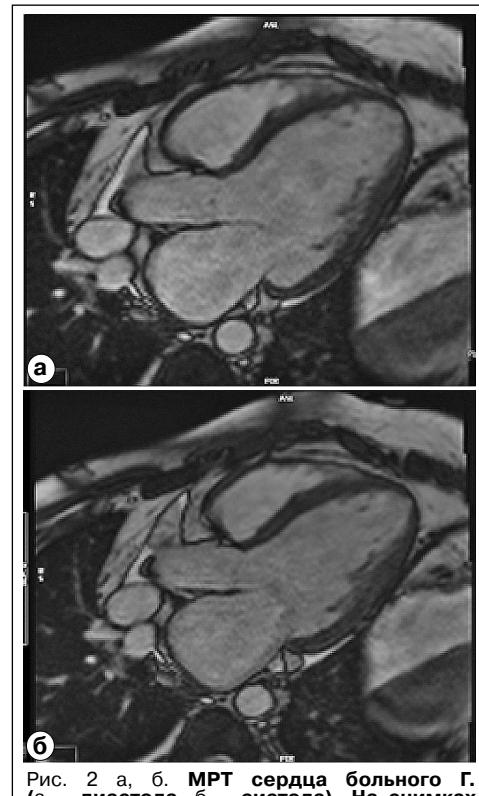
а, б. МРТ сердца больного Г. (а – диастола, б – систола). На снимках видна дилатация камер сердца, сопровождающаяся снижением систолической и диастолической дисфункций ЛЖ.
